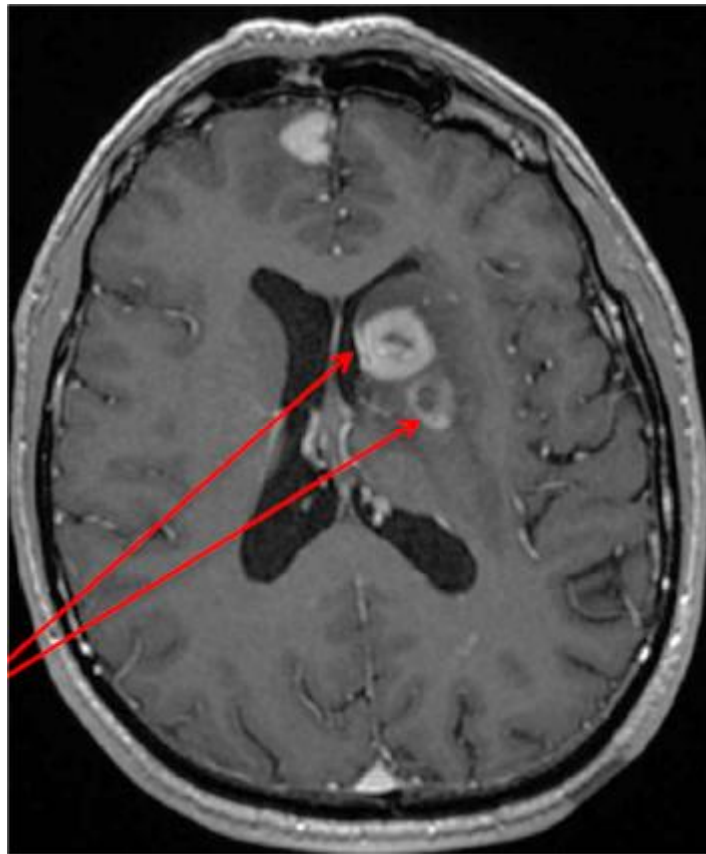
image d'IRM gado + d'un lymphome nécrotique qui montre Rehaussement annulaire hétérogène Avec nécrose centrale [47]
